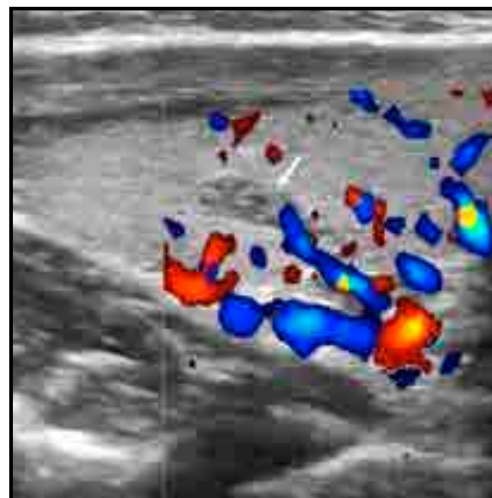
Longitudinal color Doppler sonogram showing the hypovascular lesion (arrow).
